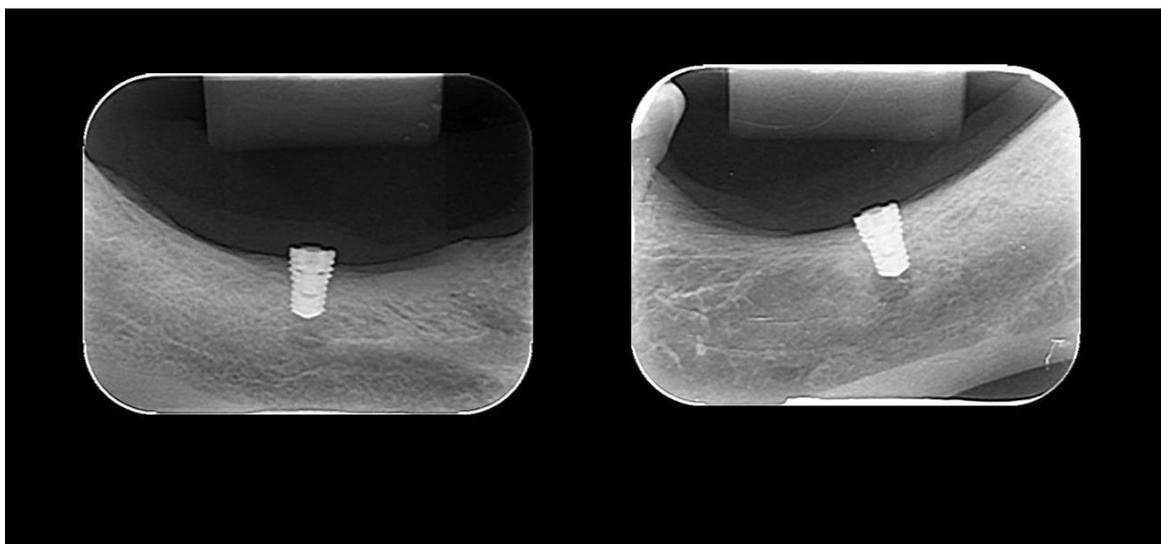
Radiografia periapical da região do dente 36(esquerda) e 46(direita) após 4 meses de osseointegração.
